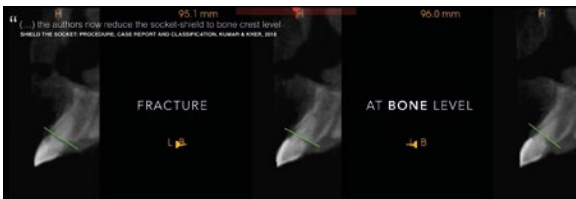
CBCT do dente 11.
